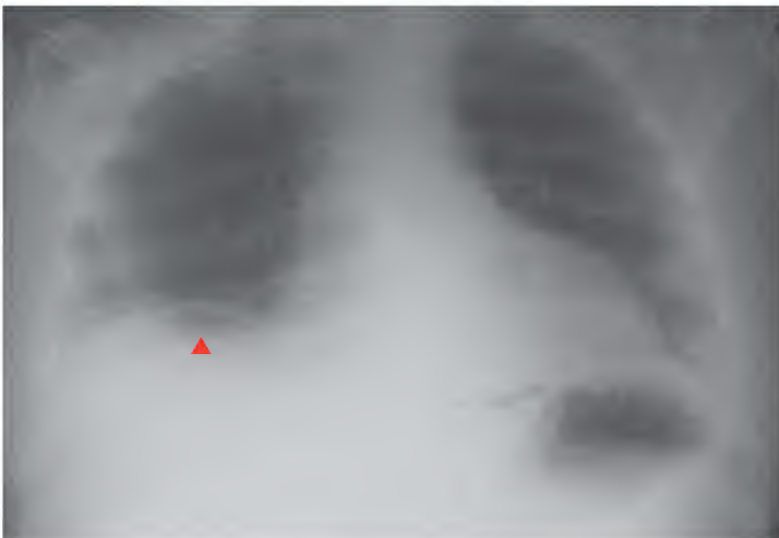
Úlcera gástrica perforada, radiografía
